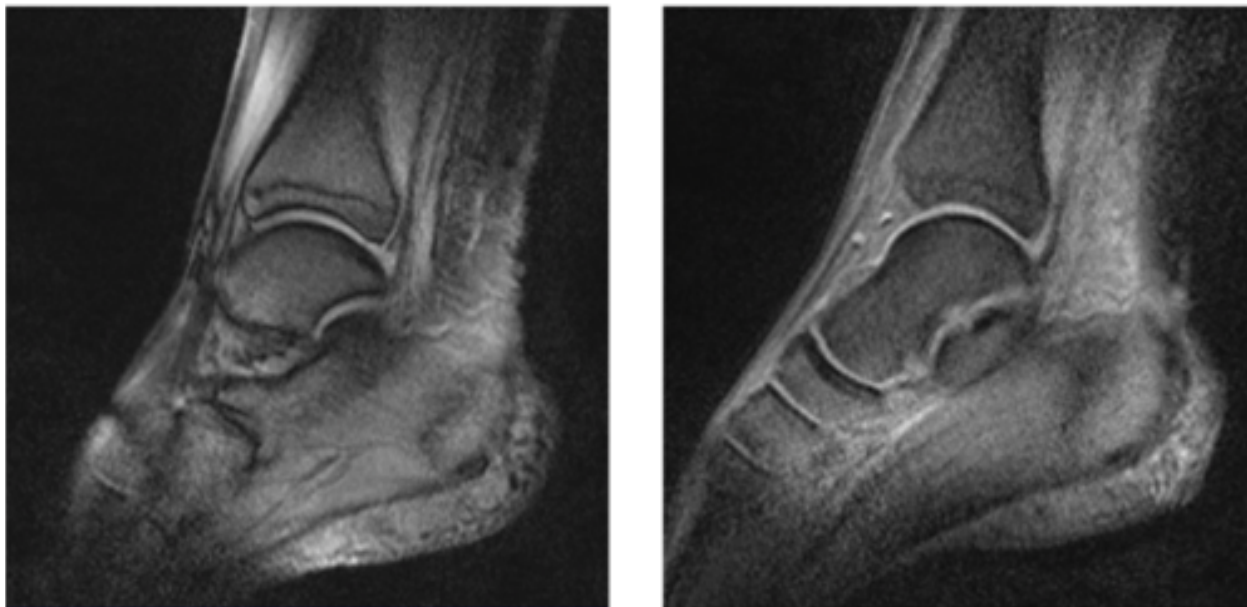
Dynamische MRT-Aufnahmen des Sprunggelenks während einer Bewegungssequenz mit der 1,5T Fußapparatur in Kombination mit der 16-Kanal-Fußspule.
